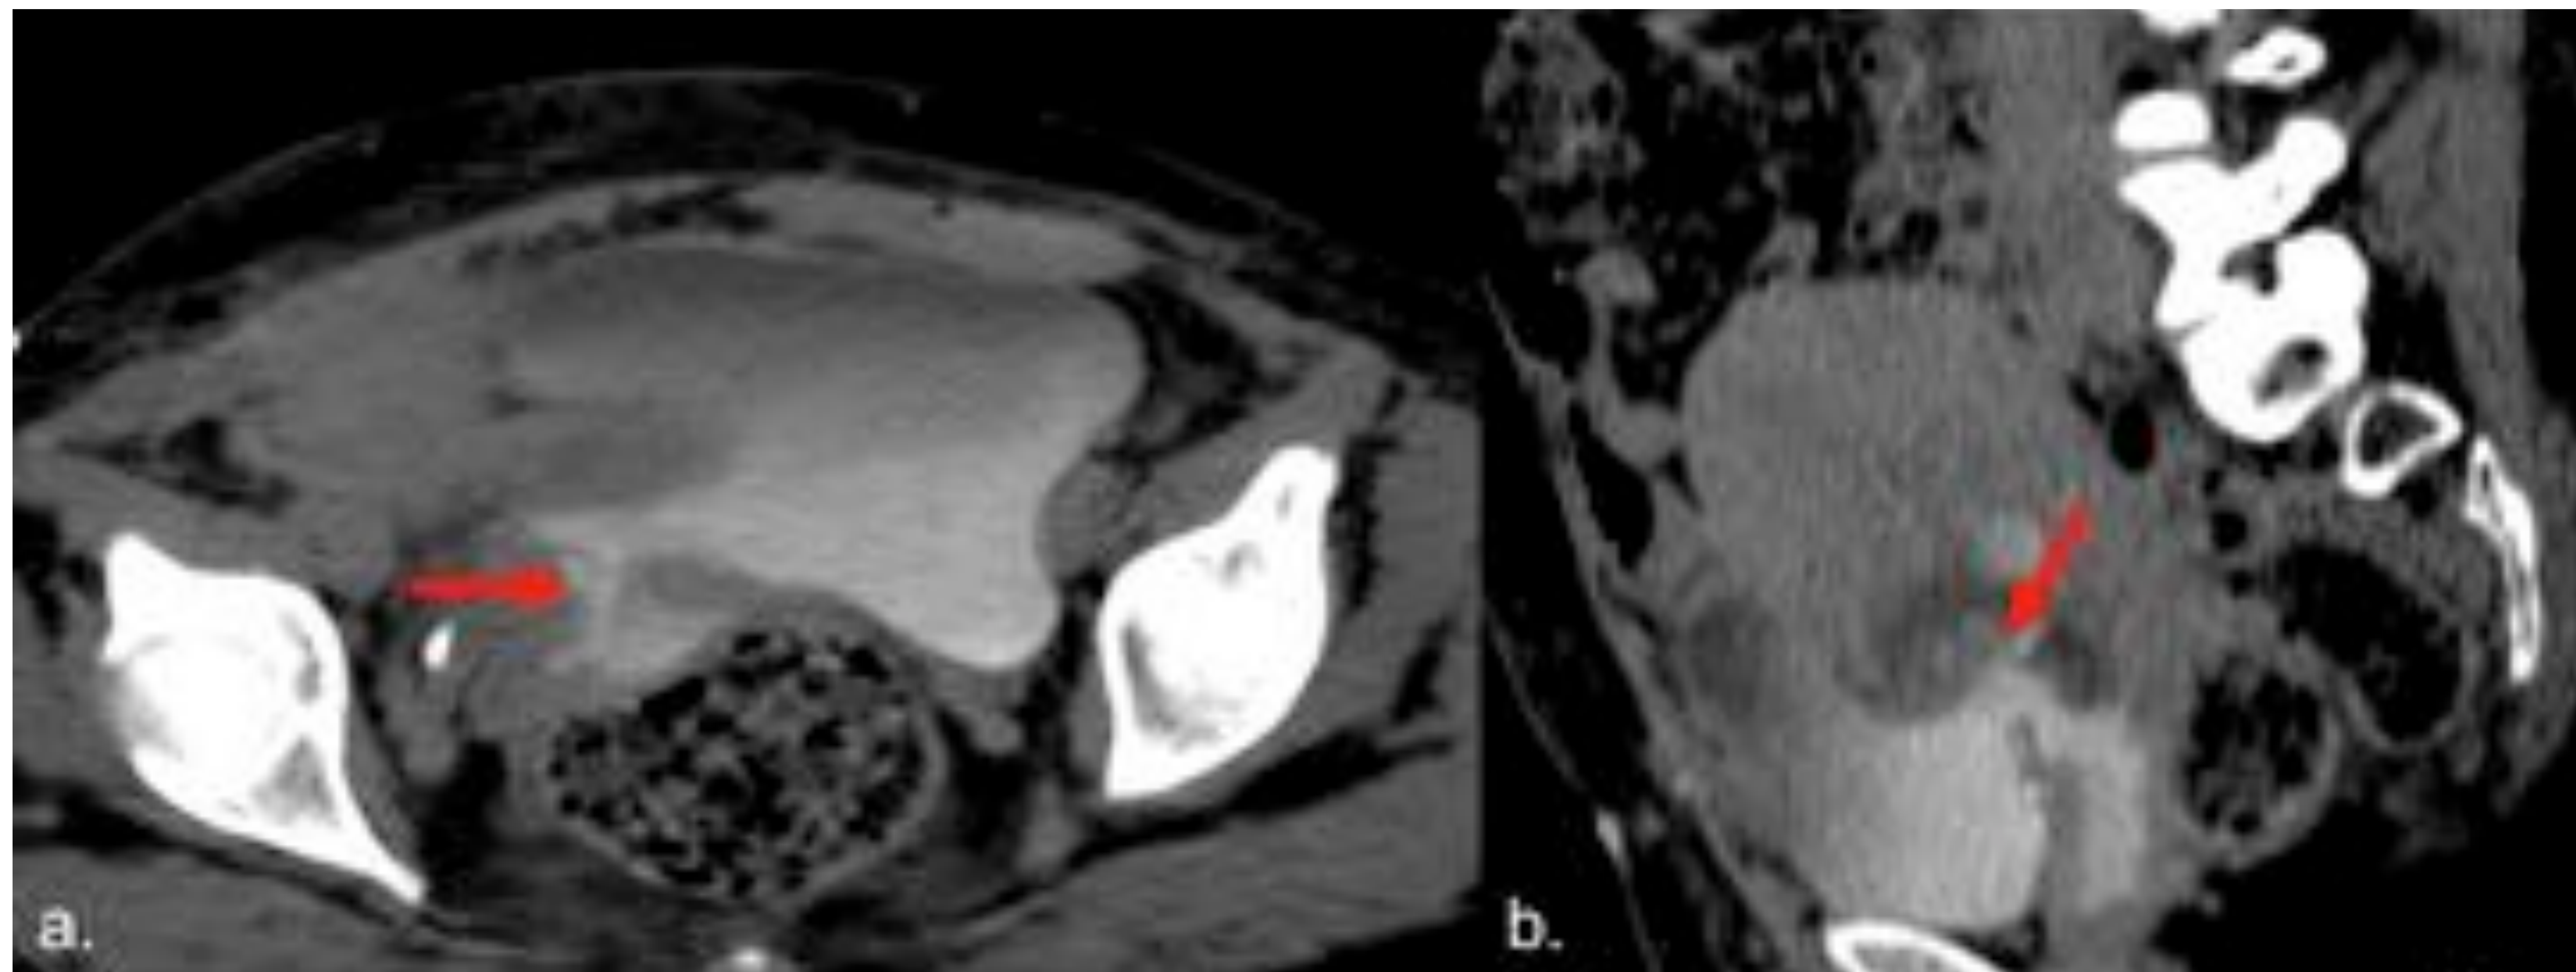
Fístula vesico-vaginal post-cesárea. Imagen axial (a) y sagital (b) de cisto-TC muestran defecto en la pared uterina (flecha), comunicación con la vejiga y el tracto genital relleno de contraste.
